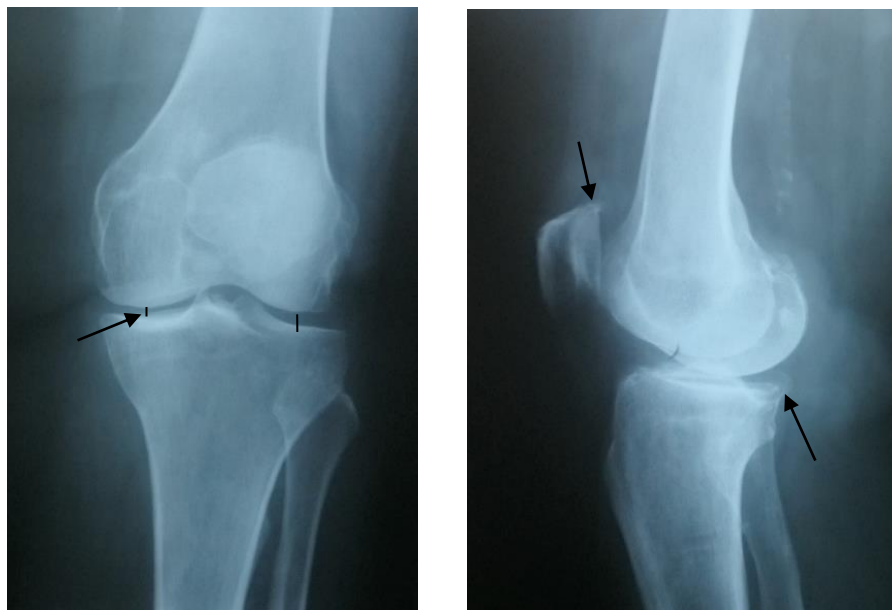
Рентгенография левого коленного сустава пациентки С, 59 лет в прямой и боковой проекции (стрелками указаны единичные остеофиты)
